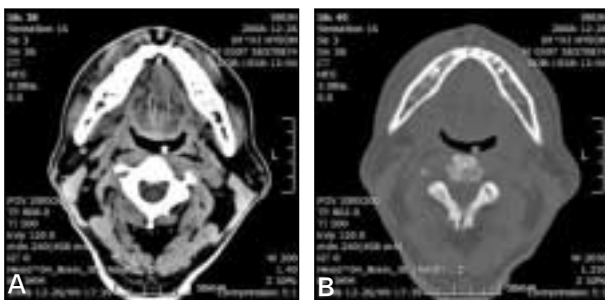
CT images, 31 days after dental treatment (A, B). Soft tissue swelling on right mandibular area was reduced compared to the preoperative CT image, but mandibular symphysis and right parasymphysis bone showed mild sclerotic change without evidence of cortical disruption that suggested osteomyelitis.
